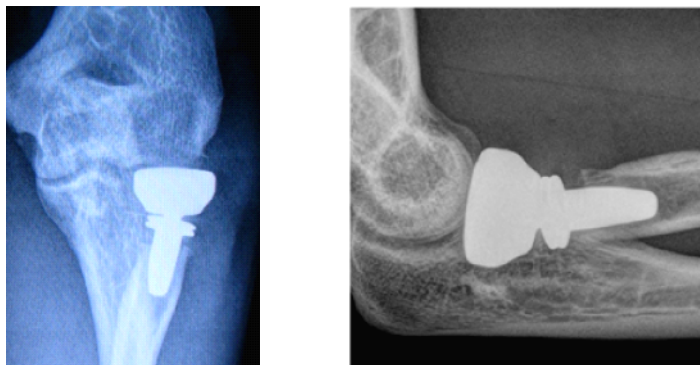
Рентгенограммы после эндопротезирования ГЛК (набл. 34)
